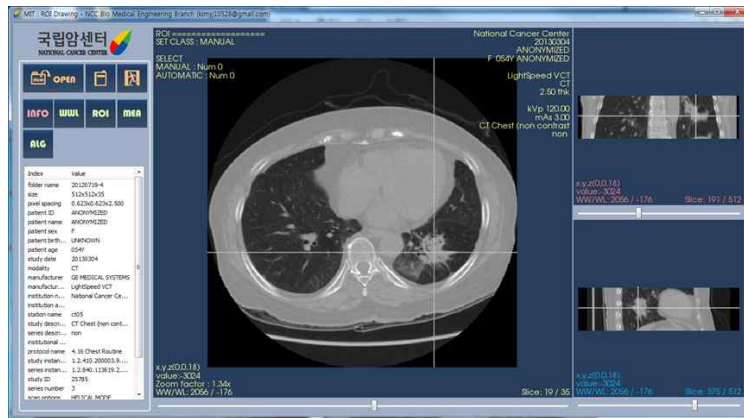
본 연구팀이 CT 영상을 볼륨 재구성 기법을 통해 MPR(Axial, Coronal, Sagittal plan)로 자체 구현한 프로그램
